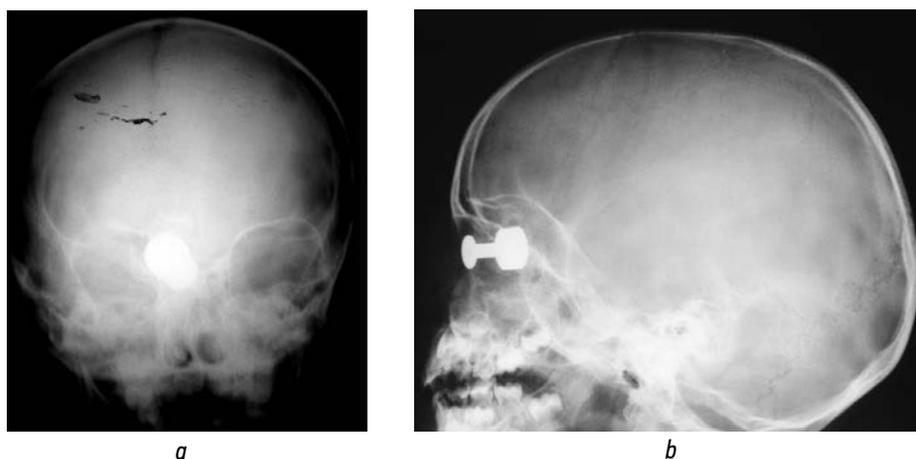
Рентгенограммы костей черепа — выявлено внедрившееся инородное тело, идентифицированное при последующей операции как пуля патрона 18 × 45Т: *a* — тень инородного тела, прямая проекция; *b* — тень инородного тела, боковая проекция
